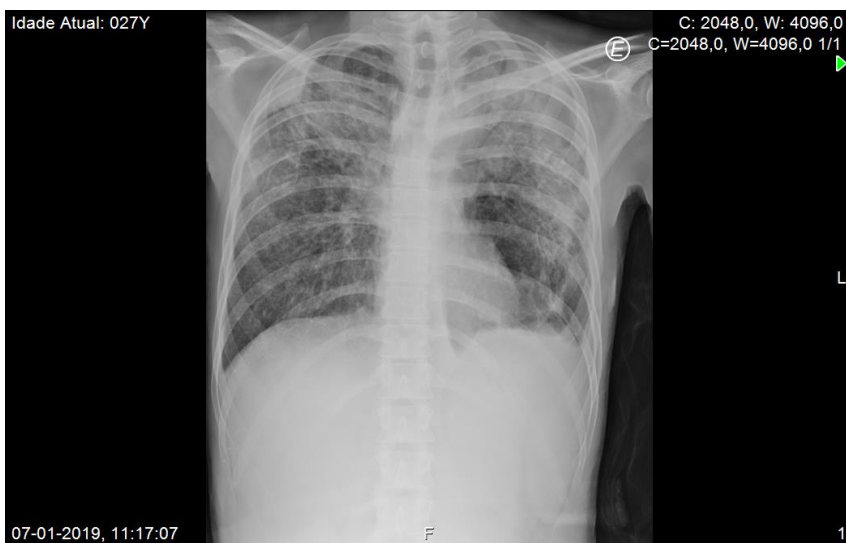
Radiografia de tórax. (7-01-2019)
